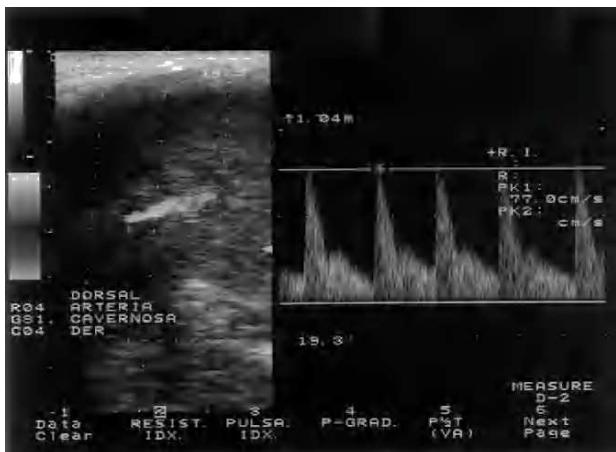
Ecografía Doppler color de arterias cavernosas con velocidades de pico sistólico > 60 cm/s y sin flujo turbulento que indique fistula arteriovenosa.
